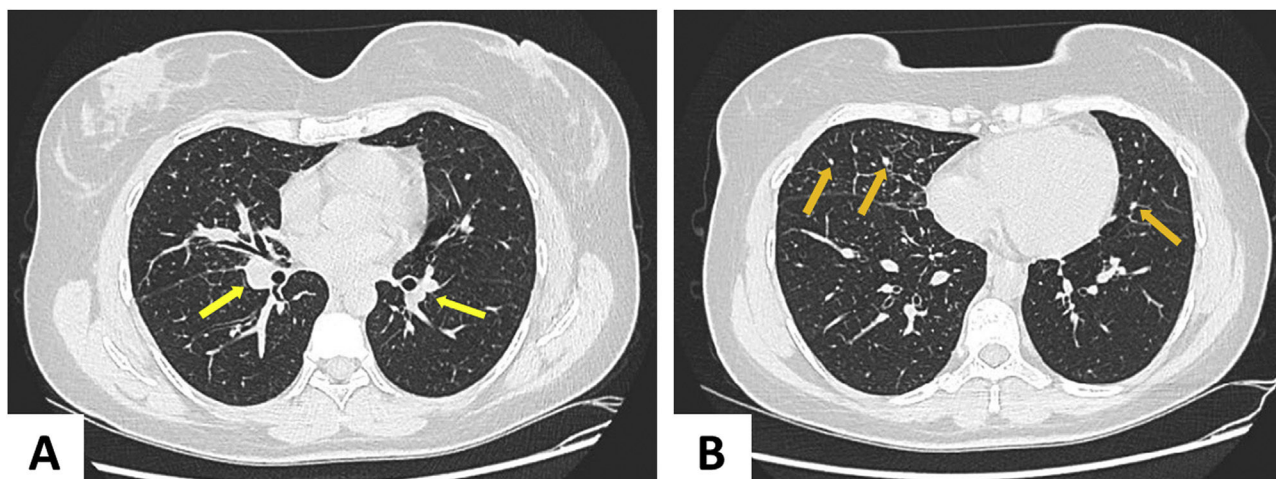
Tomografia computadorizada de tórax evidenciando nódulos parabrônquicos – setas amarelas (A) e múltiplos micronódulos centrolobulares periféricos – setas laranjas (B).
